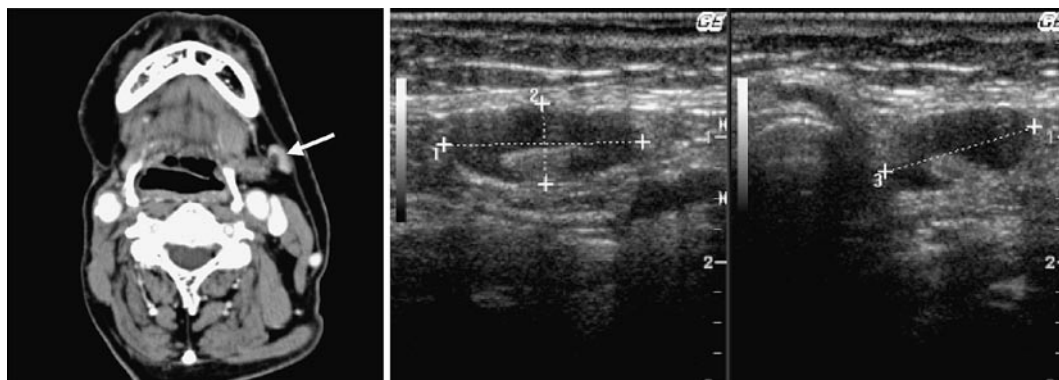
造影 CT 図 1b US (左：下顎下縁に平行・右：下顎下縁に垂直)
